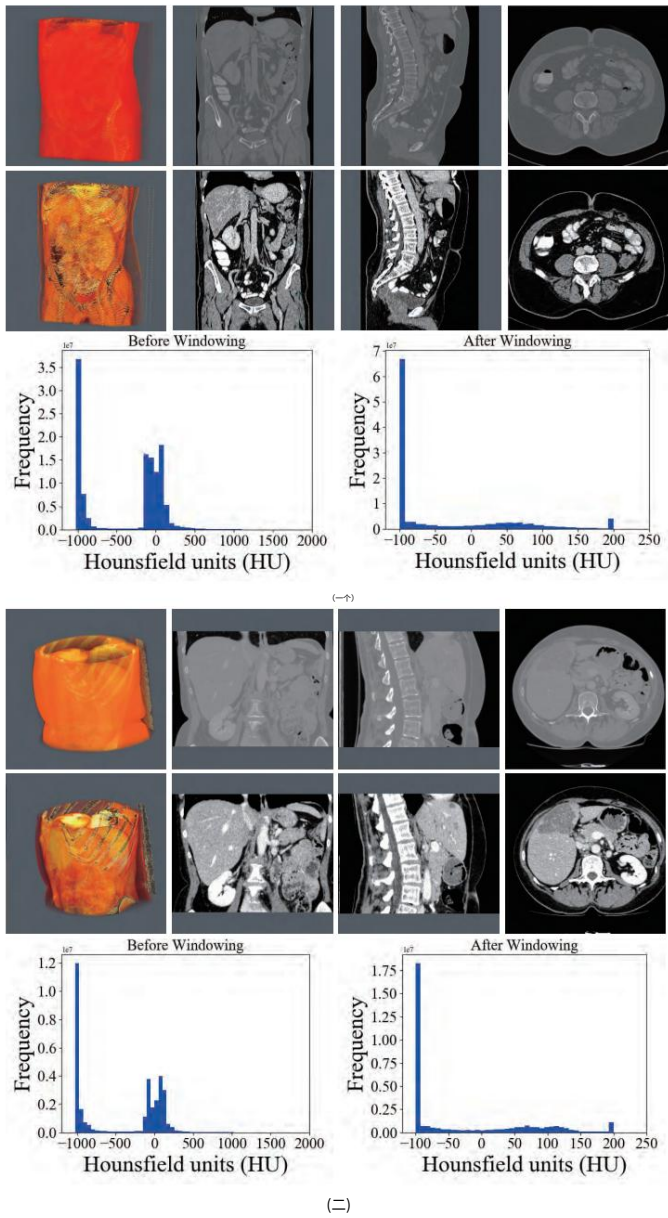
原始 CT 扫描（第一行）、加窗（第二行）扫描和加窗前后 HU（第三行）直方图的比较。(a) 显示了 LiTS 的比较。(b) 显示了在 3DIRCADb 上的比较。
